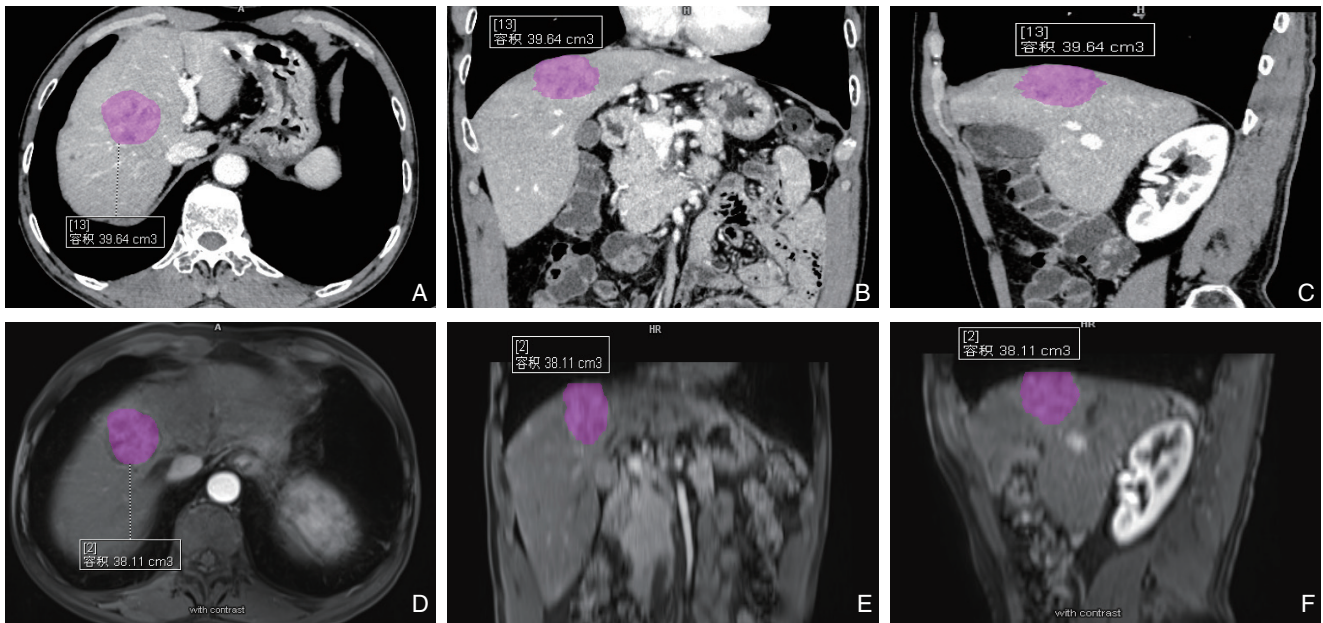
区域生长 ACM 分割肝细胞癌的面积（图中紫色部） A-C: 增强 CT 的面积测量图；D-F: CE-MRI 的面积测量图
